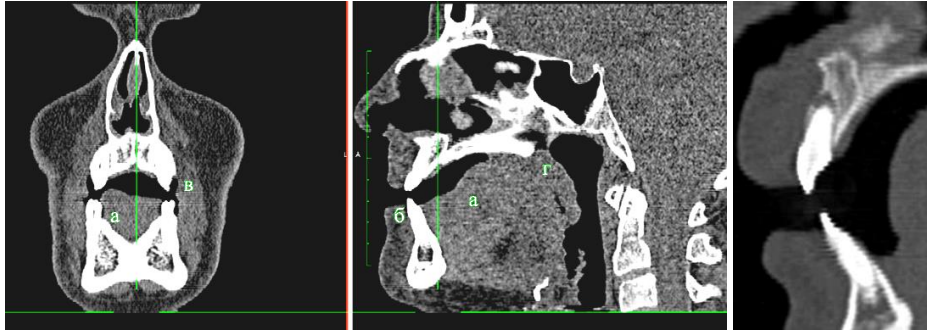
Изображения сечений челюстно–лицевой области пациента Г., полученные на спиральном компьютерном томографе:
